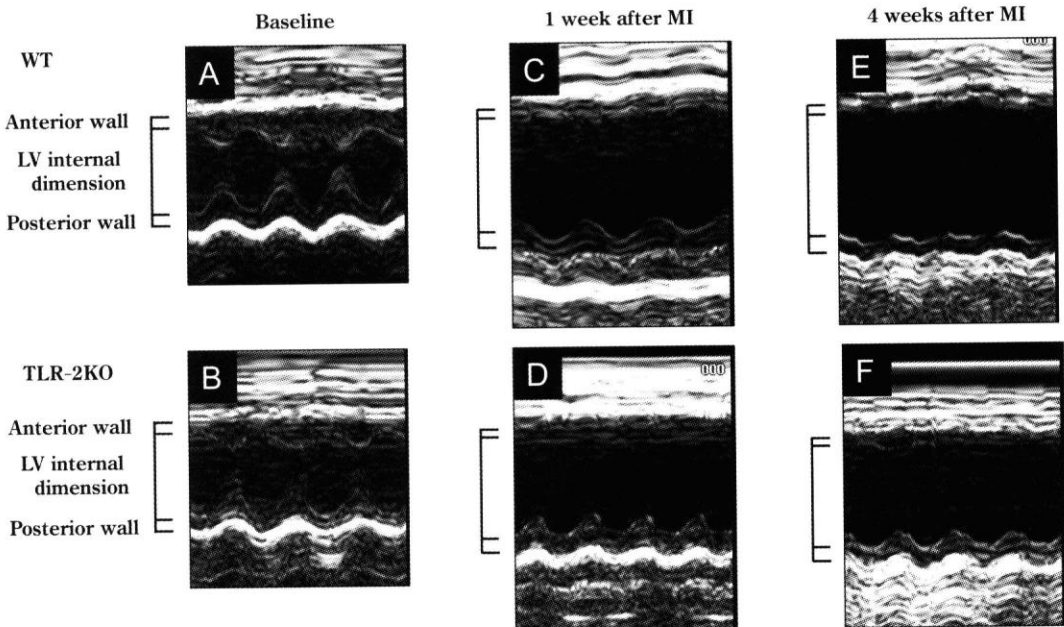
術前, 心筋梗塞 1 週後, 4 週後の左室 M モード心エコー図(文献 4 より引用)
